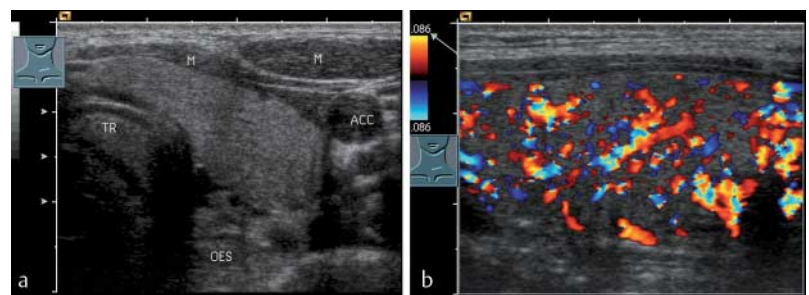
Echogener Morbus Basedow. 25-jährige Patientin in der 18. Schwangerschaftswoche. Klinisch und laborchemisch besteht eine Hyperthyreose. a Darstellung einer echonormalen Schilddrüse (Querschnitt linker Schilddrüsenlappen). Sonomorphologisch könnte es sich hier auch um eine Hyperthyreosis factitia handeln. b Farbdopplersonografisch erkennt man eine deutlich vermehrte Durchblutung (PSV der A. thyroidea inferior 0,8 m/s). Standardisierte Geräteeinstellung siehe Pfeil, Organlängsschnitt des linken Schilddrüsenlappens.
